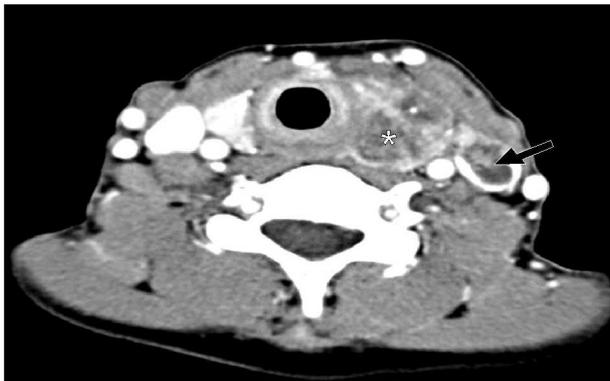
Contrast enhanced CT scan shows infiltrative heterogeneous mass with calcifications in the left lobe of the thyroid gland (asterisk). Also heterogeneous filling defect is noted in the left internal jugular vein, which is suspected malignant tumor thrombus (arrow).
